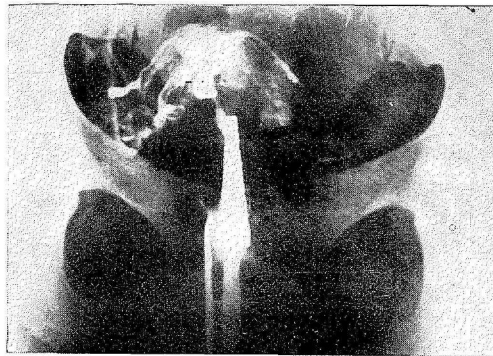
II Radiografía.
